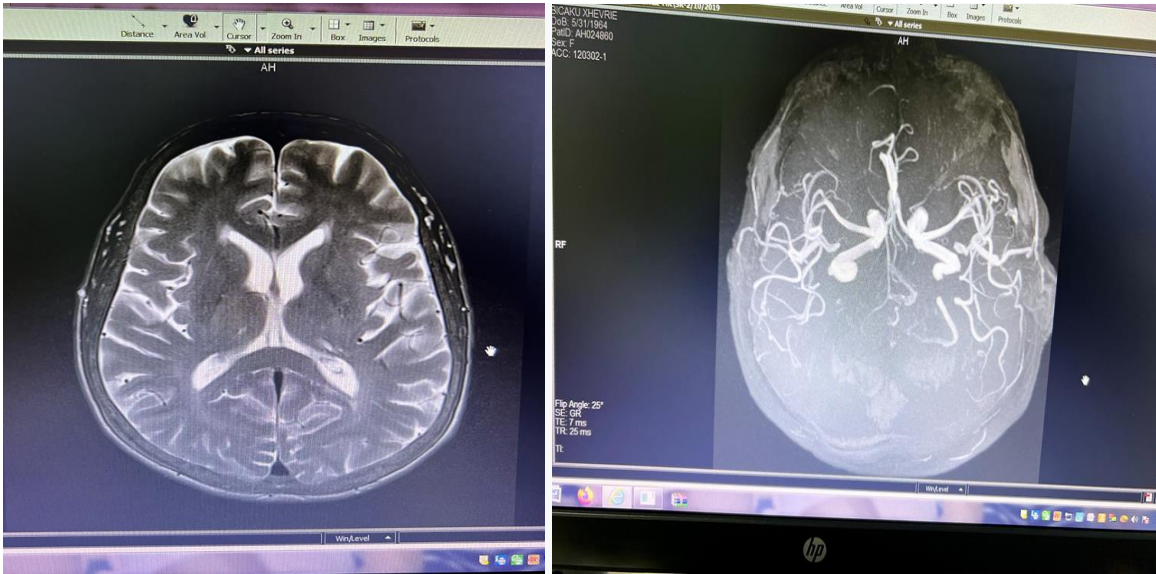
RM ishemi akute fokale cerebelare sin (XH.B.)
